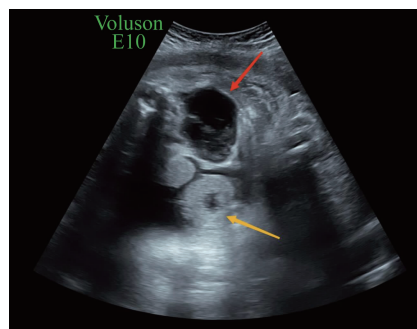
超声提示胎儿肾周积液, 膀胱壁增厚。红色箭头是肾周积液, 黄色箭头是胎儿膀胱。
